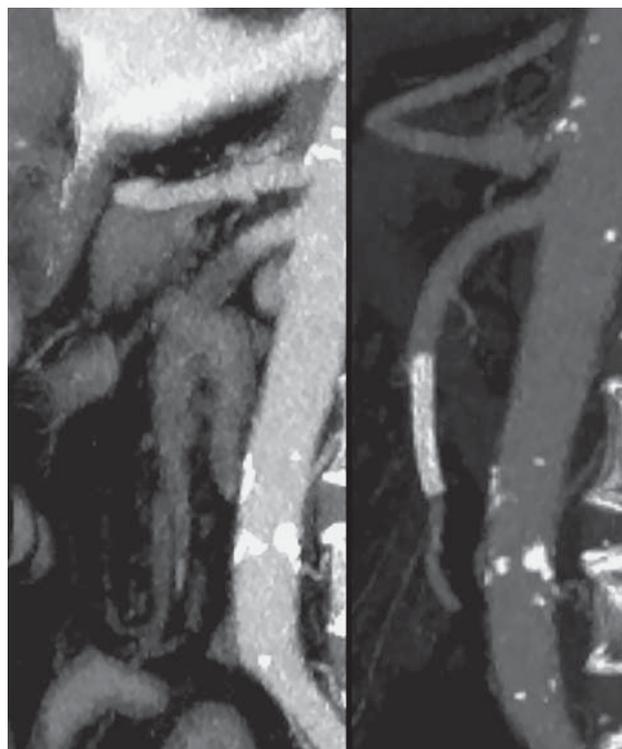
КТ с внутривенным контрастированием, артериальная фаза. На мультипланарной сагиттальной реконструкции продемонстрирован эффект тромбэкстракции с последующей установкой стента в верхней брыжеечной артерии. До операции в просвете верхней брыжеечной артерии определяется дефект контрастирования, соответствующий тромбу. После операции просвет артерии с установленным стентом проходим.
